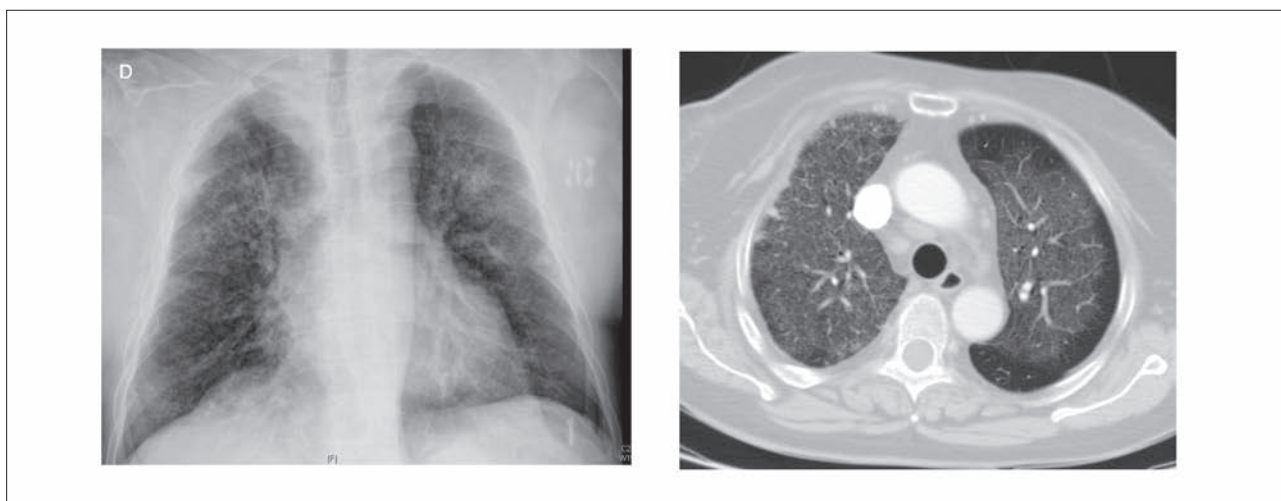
Poliangeitis microscópica. Radiografía posteroanterior de tórax y TAC mostrando infiltrados pulmonares difusos debido a hemorragia pulmonar.
